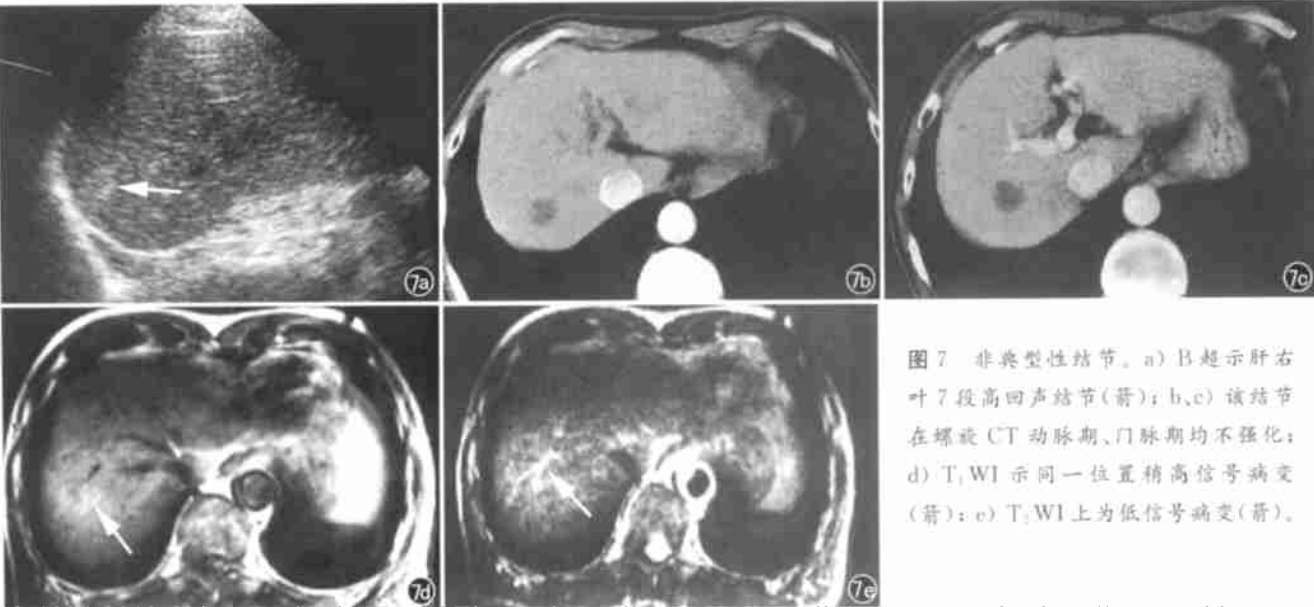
非典型性结节。a) B 超示肝右叶 7 段高回声结节(箭); b、c) 该结节在螺旋 CT 动脉期、门脉期均不强化; d) T₁WI 示同一位置稍高信号病变(箭); e) T₂WI 上为低信号病变(箭)。
